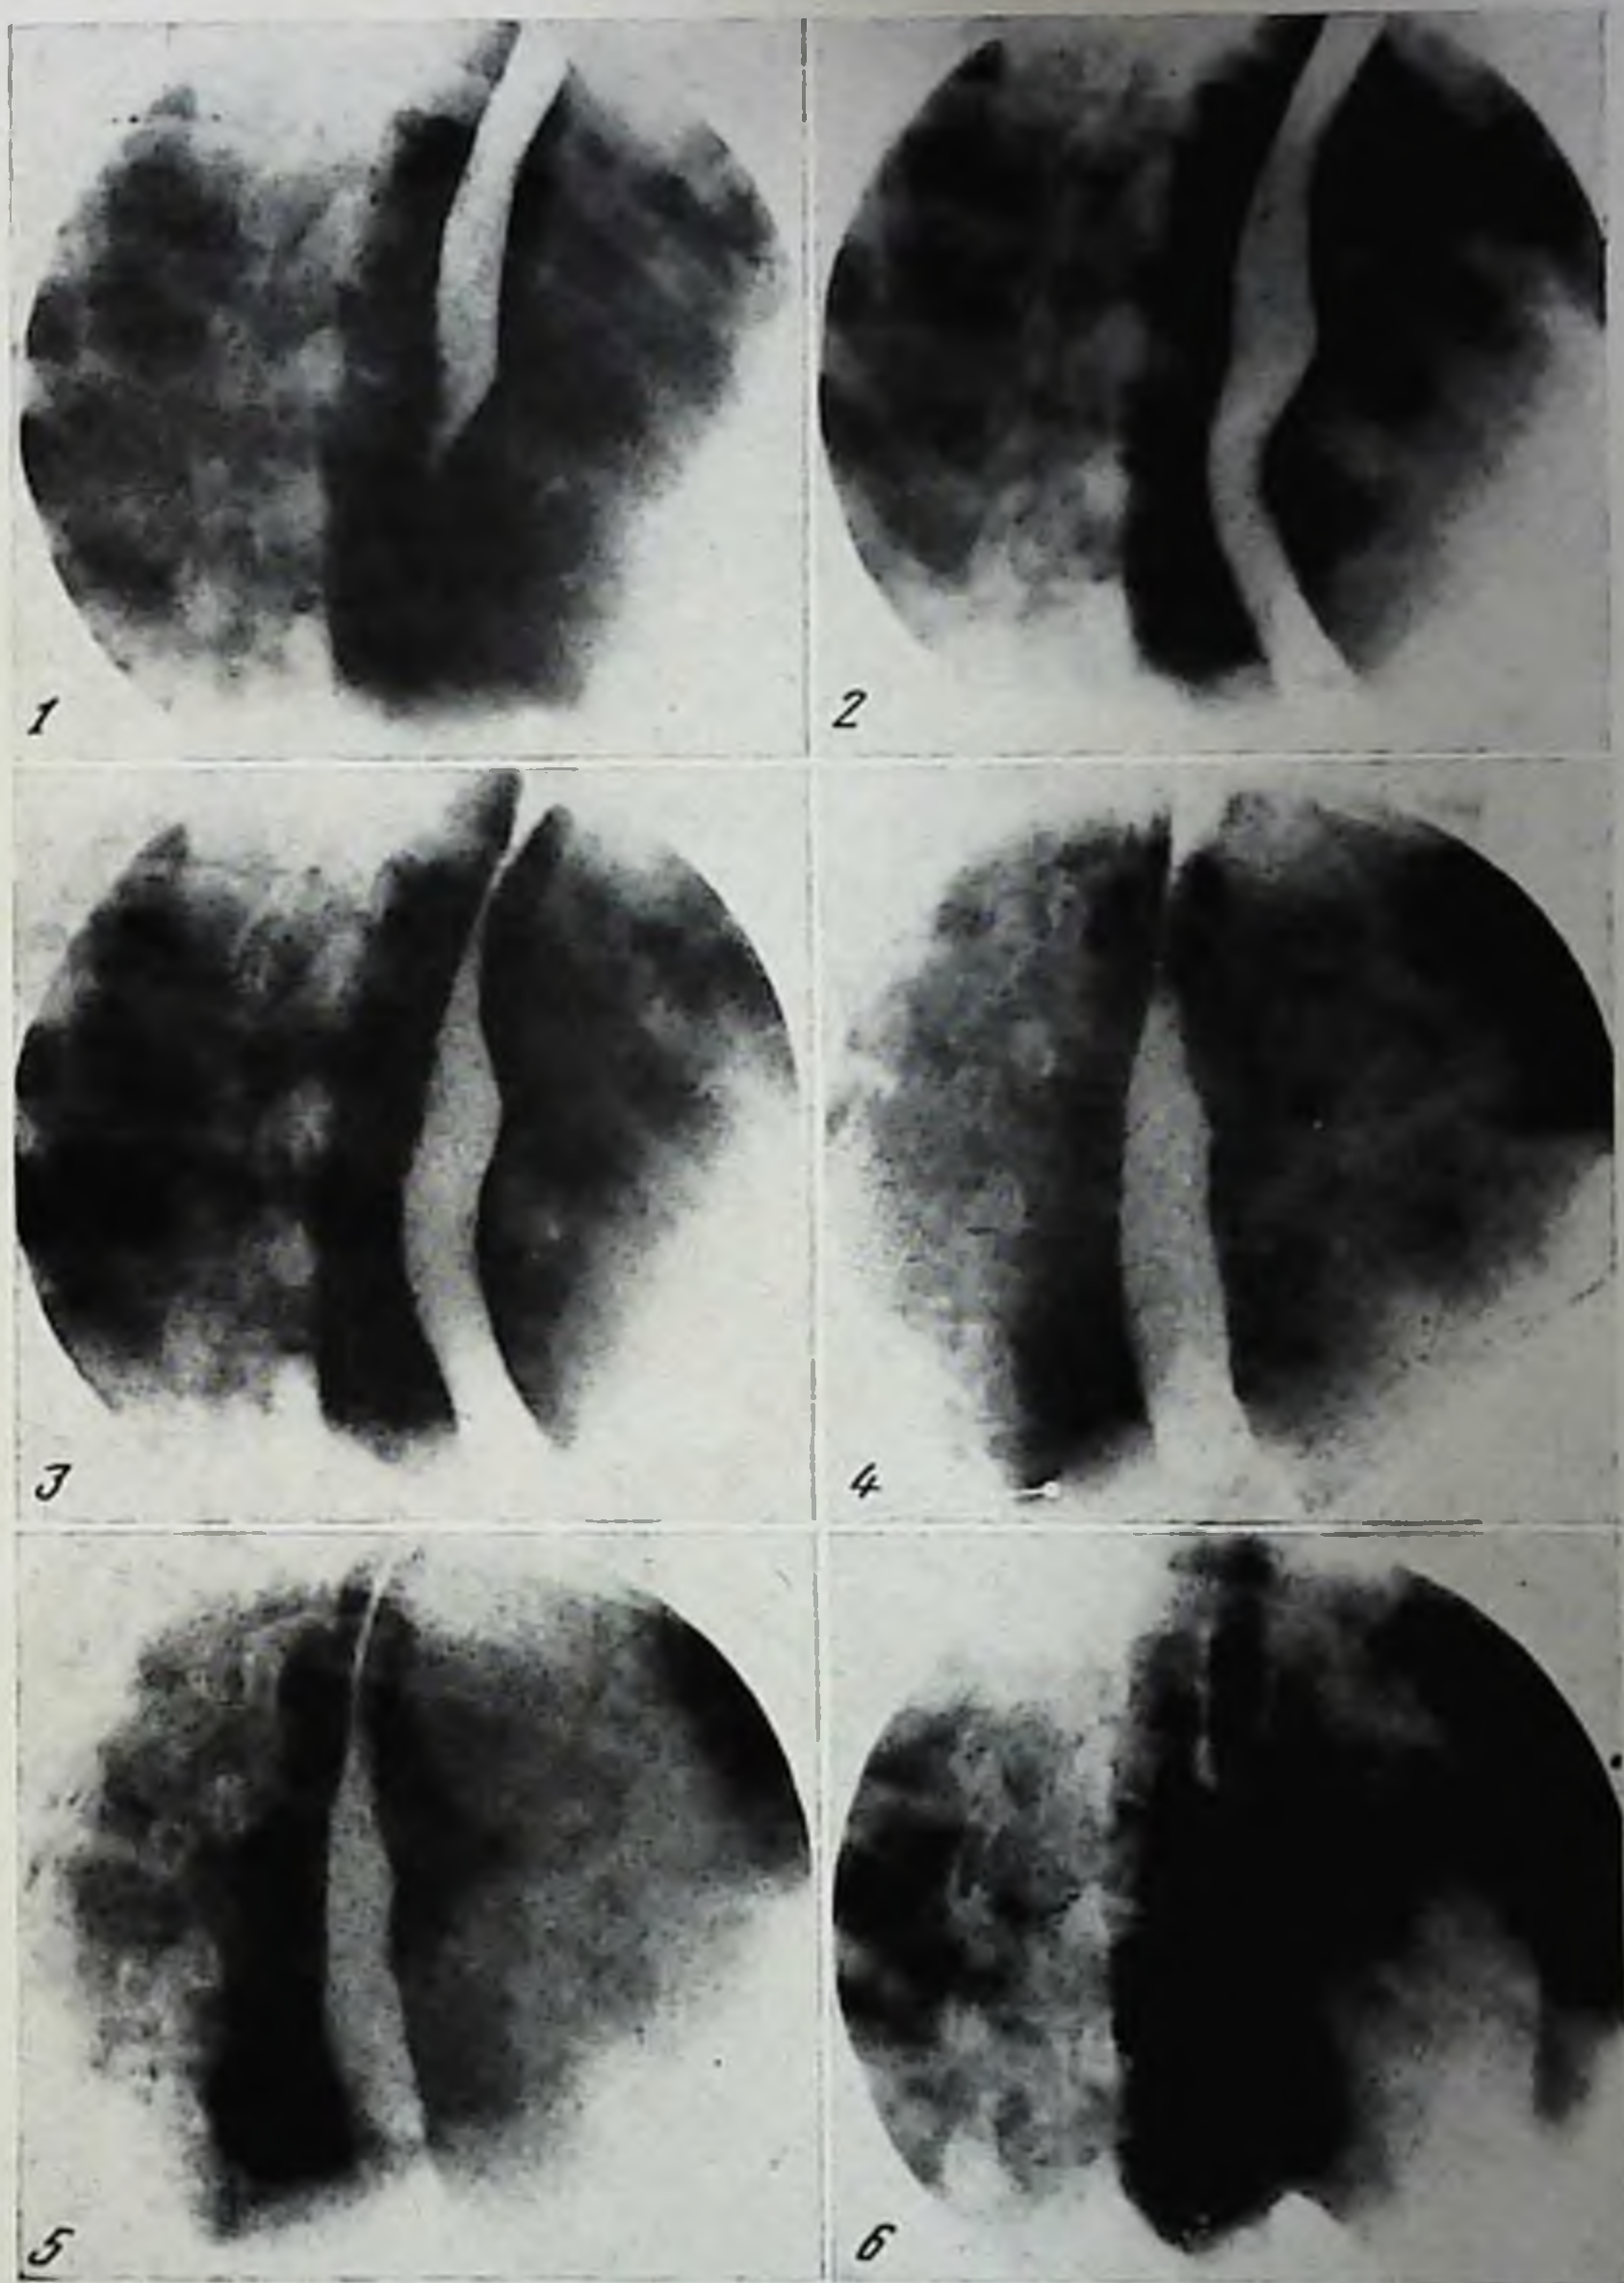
Рентгенокинокадры, иллюстрирующие нормальное продвижение бариевой взвеси по пищеводу. Тонус и перистальтика пищевода не изменены
